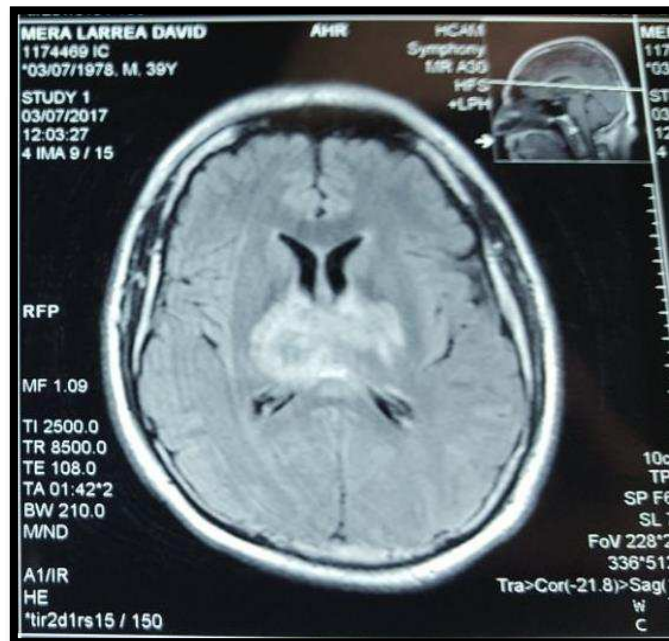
Imagen de Resonancia Magnética de cráneo, en un corte axial en T2-flair: Se observa lesión de ganglios basales a predominio en lado derecho. Con afectación en área Tálamocapsular y esplenio del cuerpo caloso.
